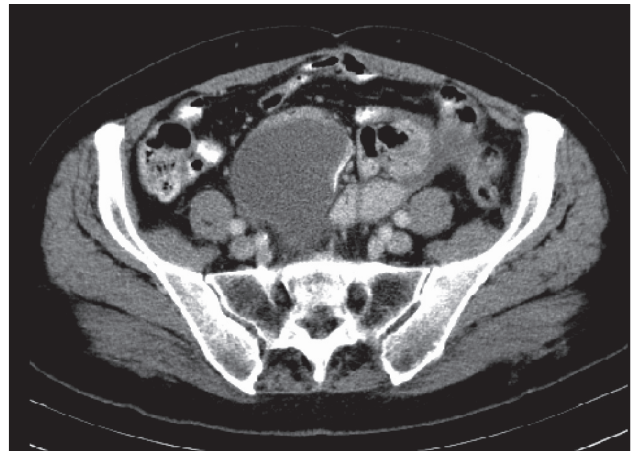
КТ брюшной полости. Продолженный рост опухоли в малом тазу
